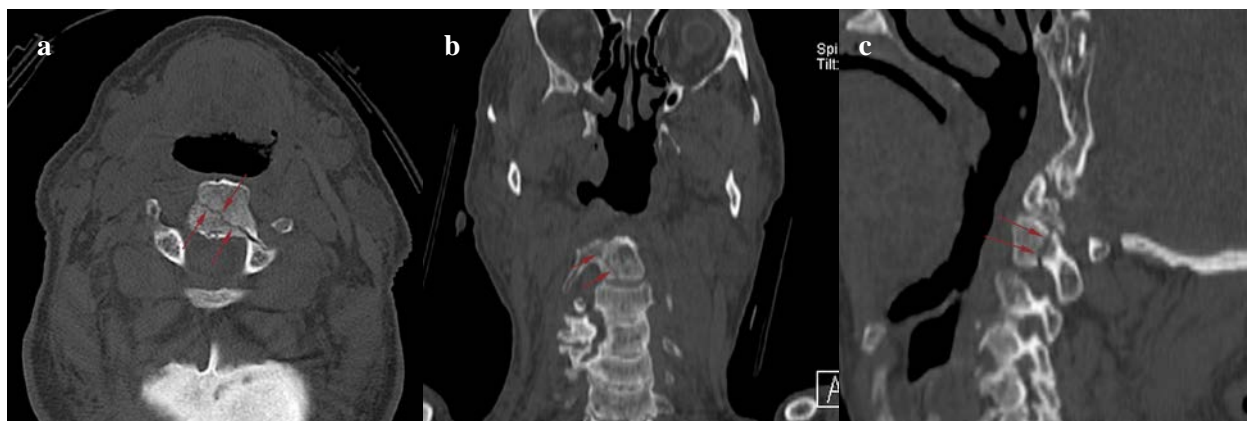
(a) Axial, (b) coronal, and (c) sagittal CT images show a non-displaced fracture of the second cervical vertebrae.
